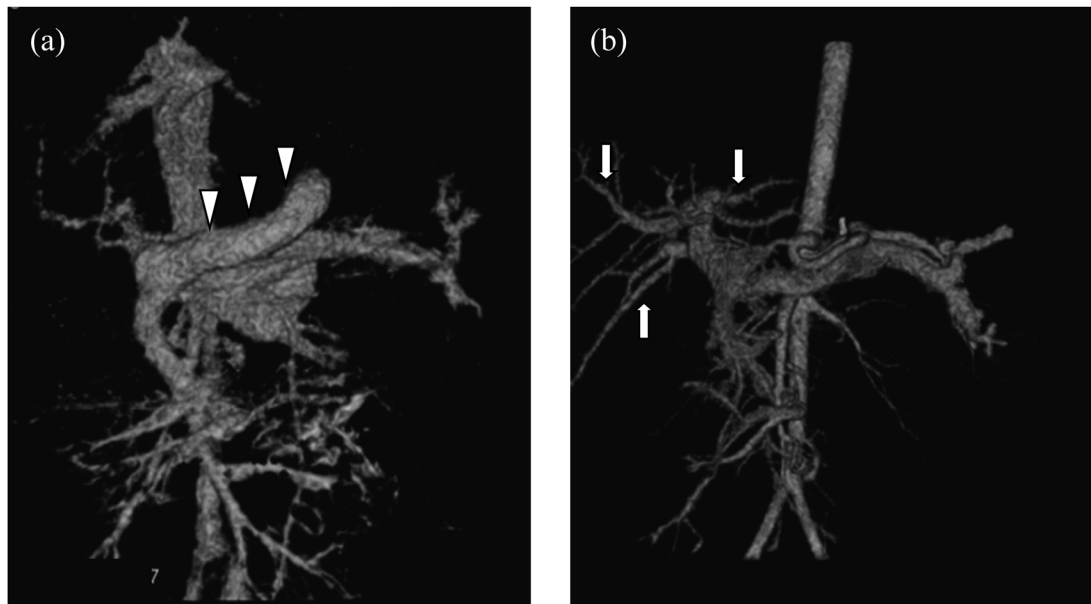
Three Dimension Computer Tomographic Angiography
